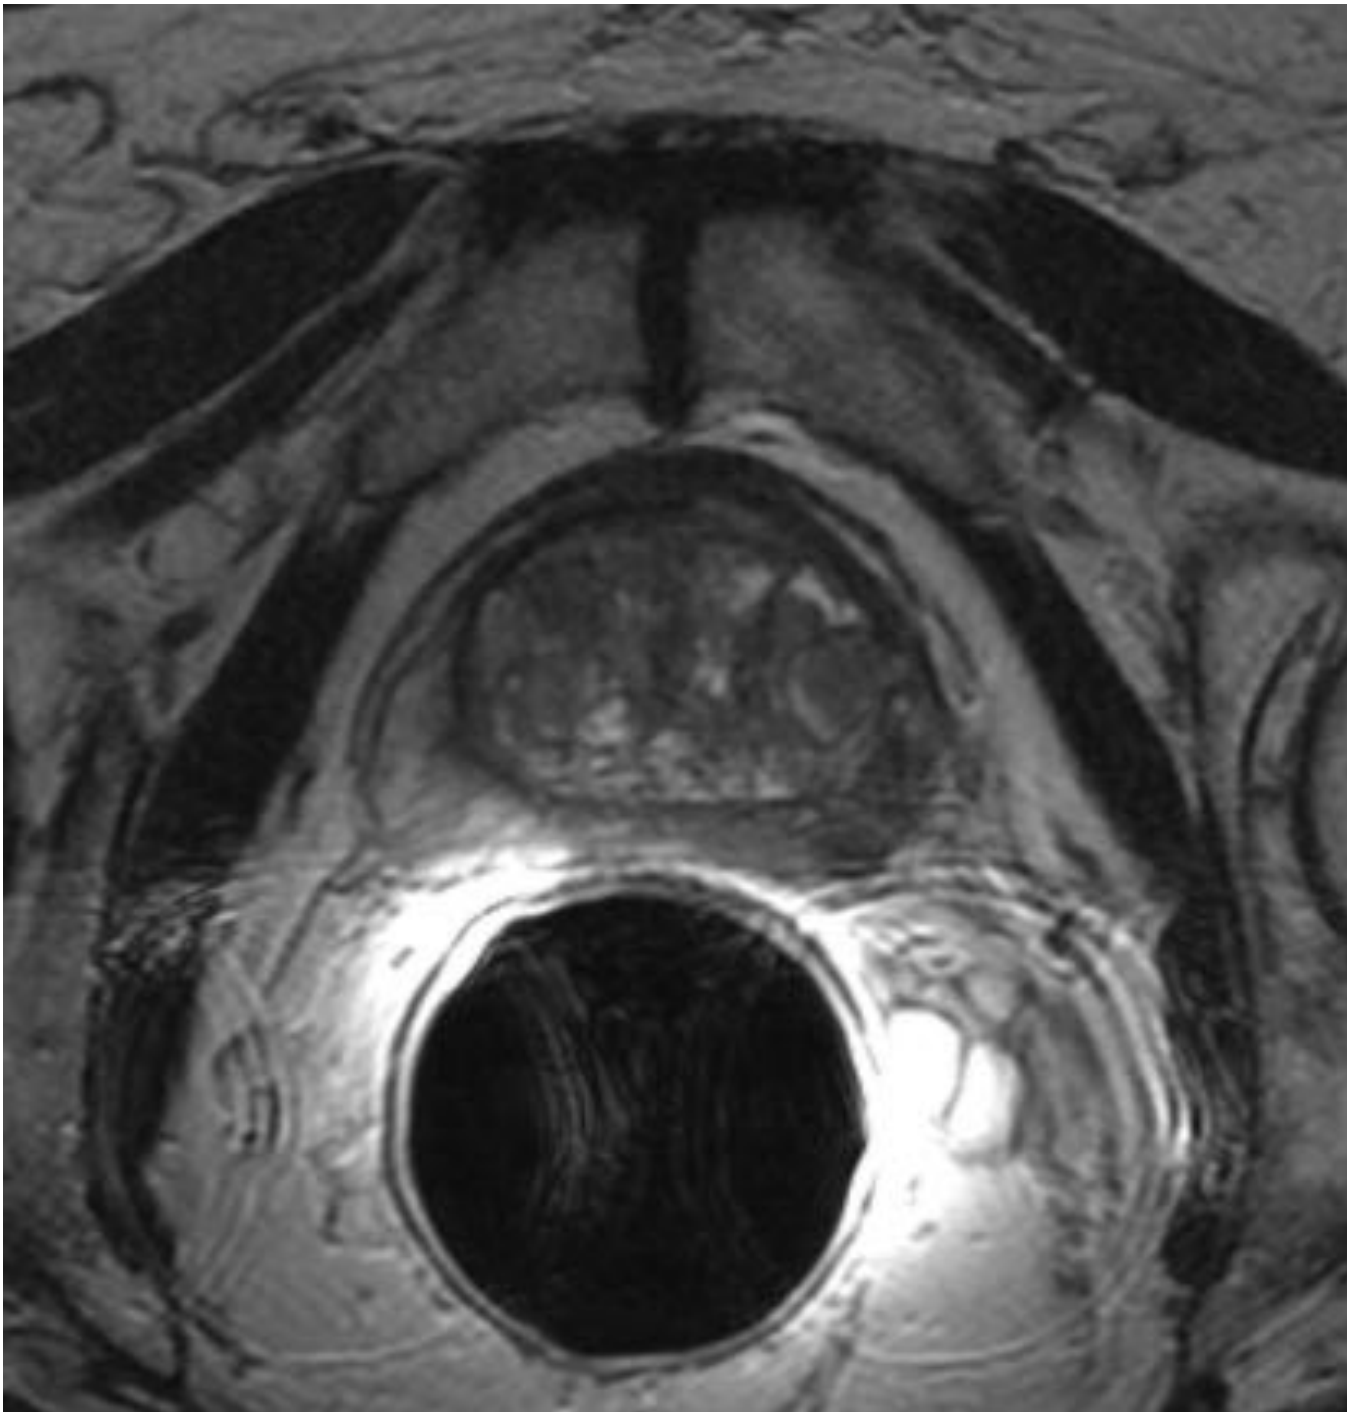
RM corte axial de secuencia ponderada en T2. Paciente de 70 años con múltiples lesiones nodulares heterogéneas encapsuladas en la zona transicional en relación con hiperplasia benigna de prostática. Orientación diagnóstica: PIRADS 2.
